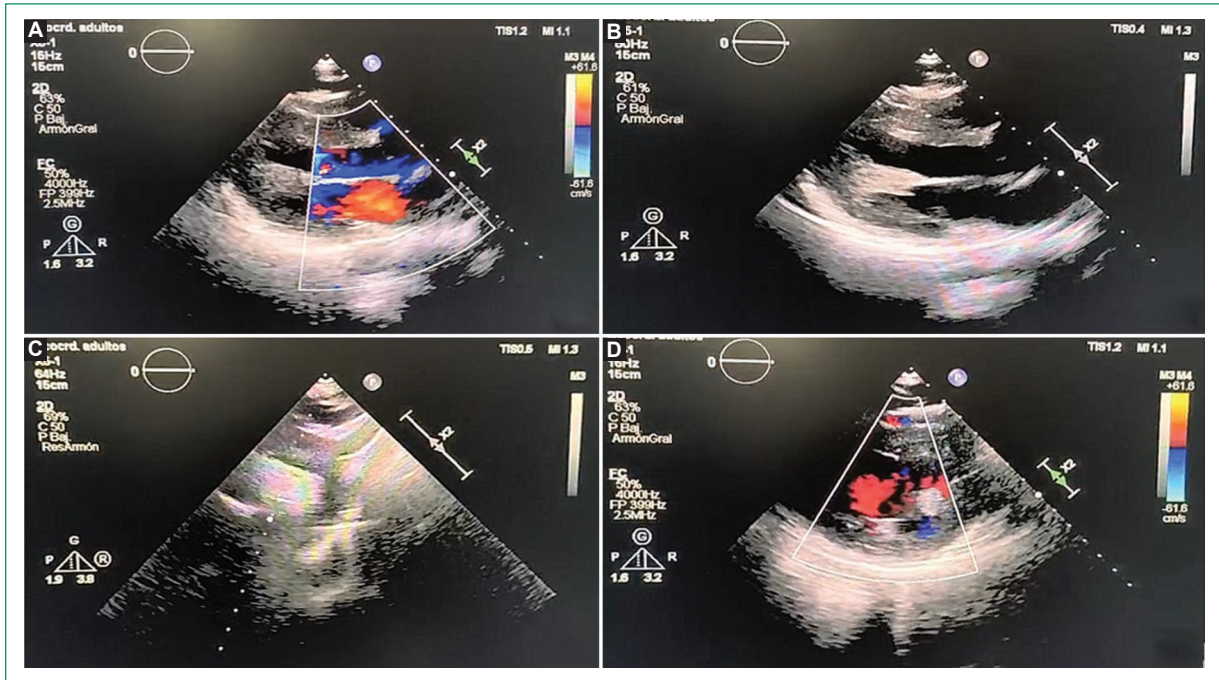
Ecocardiograma Doppler color. A: flujo Doppler en el eje largo paraesternal. B: eje paraesternal largo. C: eje supraesternal. D: flujo Doppler en el eje corto de grandes vasos.
